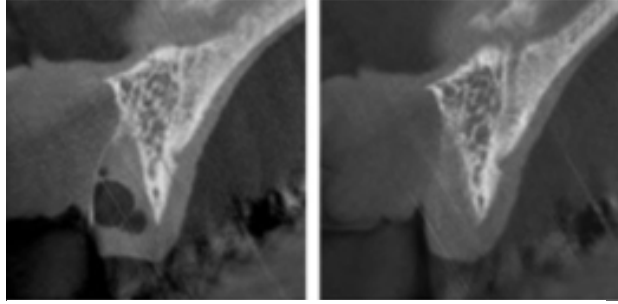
Imagen de tomografía computerizada. En el mismo instante de la extracción (izquierda) y ocho semanas después de la extracción (derecha). (2)
